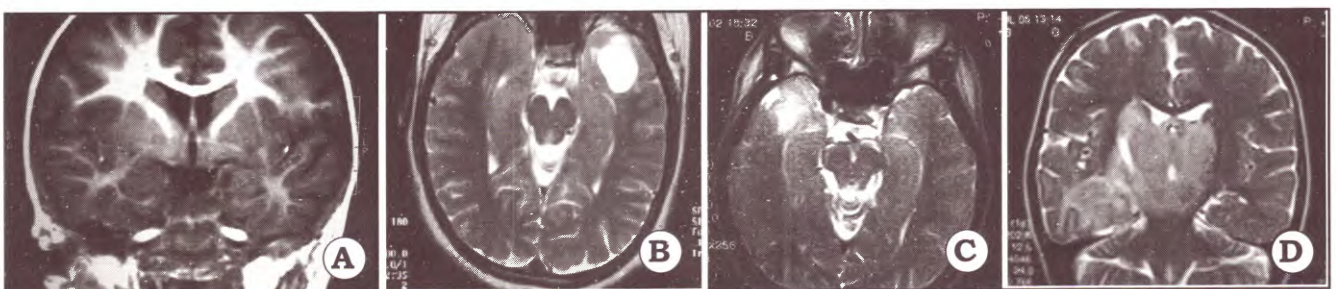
Clasificación de los pacientes mediante IRM preoperatoria. A. mesial; B. neocortical; C. mixto y D. temporal plus.
